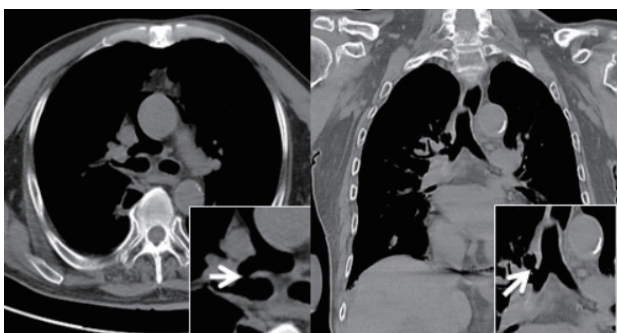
胸部 CT (纵隔窗) 白色箭头所指处为右主支气管与上叶支气管壁交界处见小缺损, 考虑为右支气管破裂
